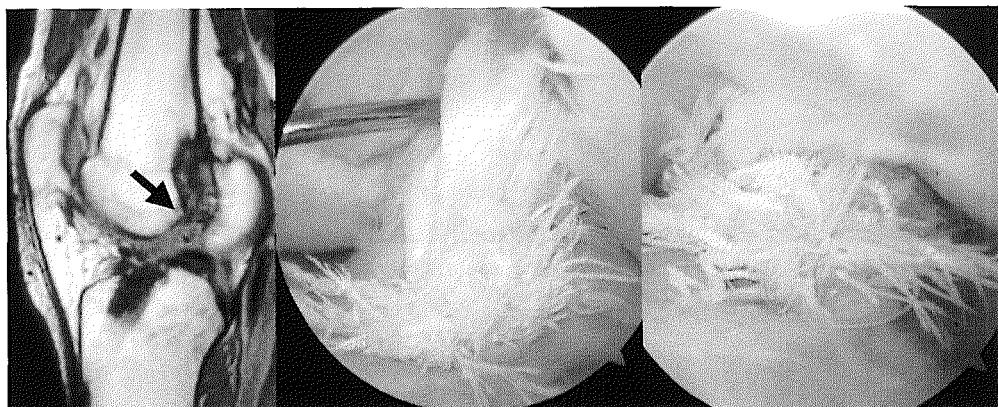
c 再受傷（術後9.6ヶ月）後のMRIと鏡視像。MRIにて高信号を呈し、再鏡視にて脛骨側にimpingementによると思われる靱帯繊維の断裂を認めた。
